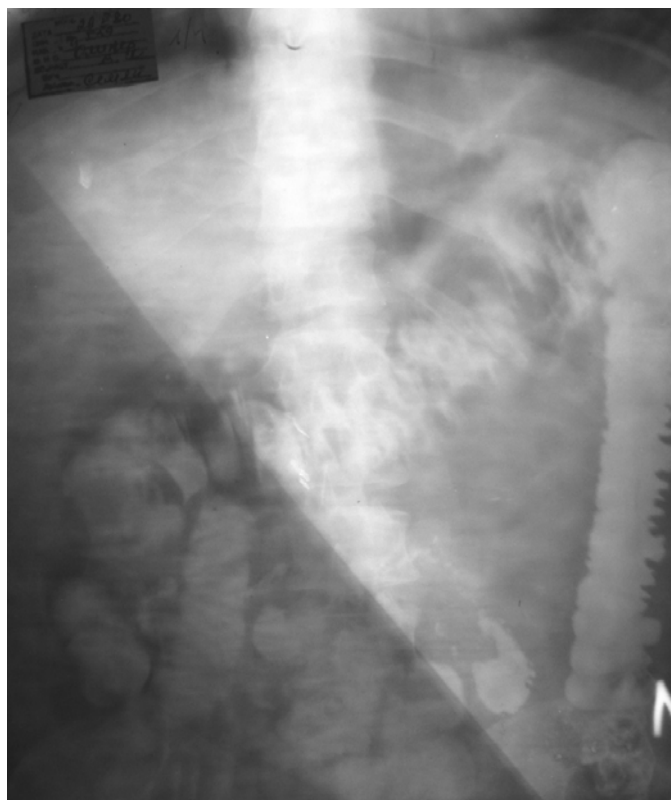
Рентгенограмма брюшной полости через 20 часов после операции на фоне эпидуральной блокады (диаметр кишечника соответствует обычным размерам)
